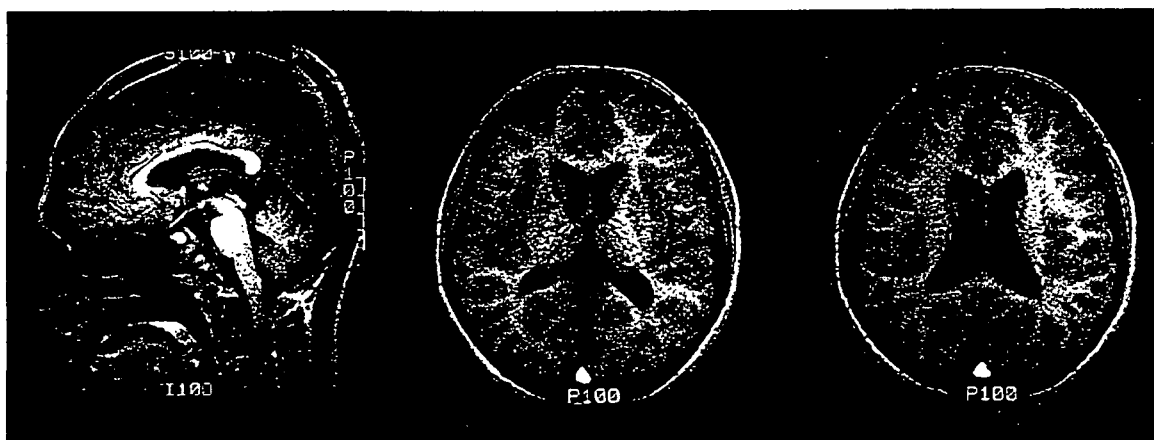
● トルエン依存症例の MRI 画像 (22 歳, 男性)
